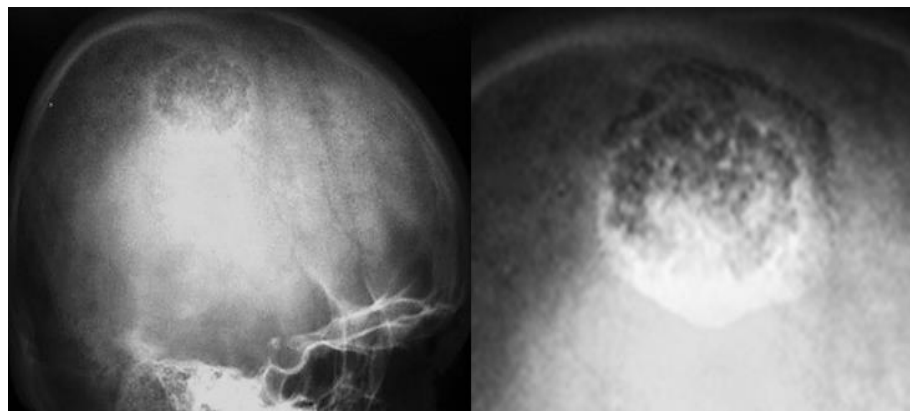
Кавернозна гемангіома. Рентгенограма черепа в бічній проєкції (+ збільшення) – на відміну від капілярного різновиду, при кавернозній пухлині превалює комірчата структура губчатої речовини кістки.
